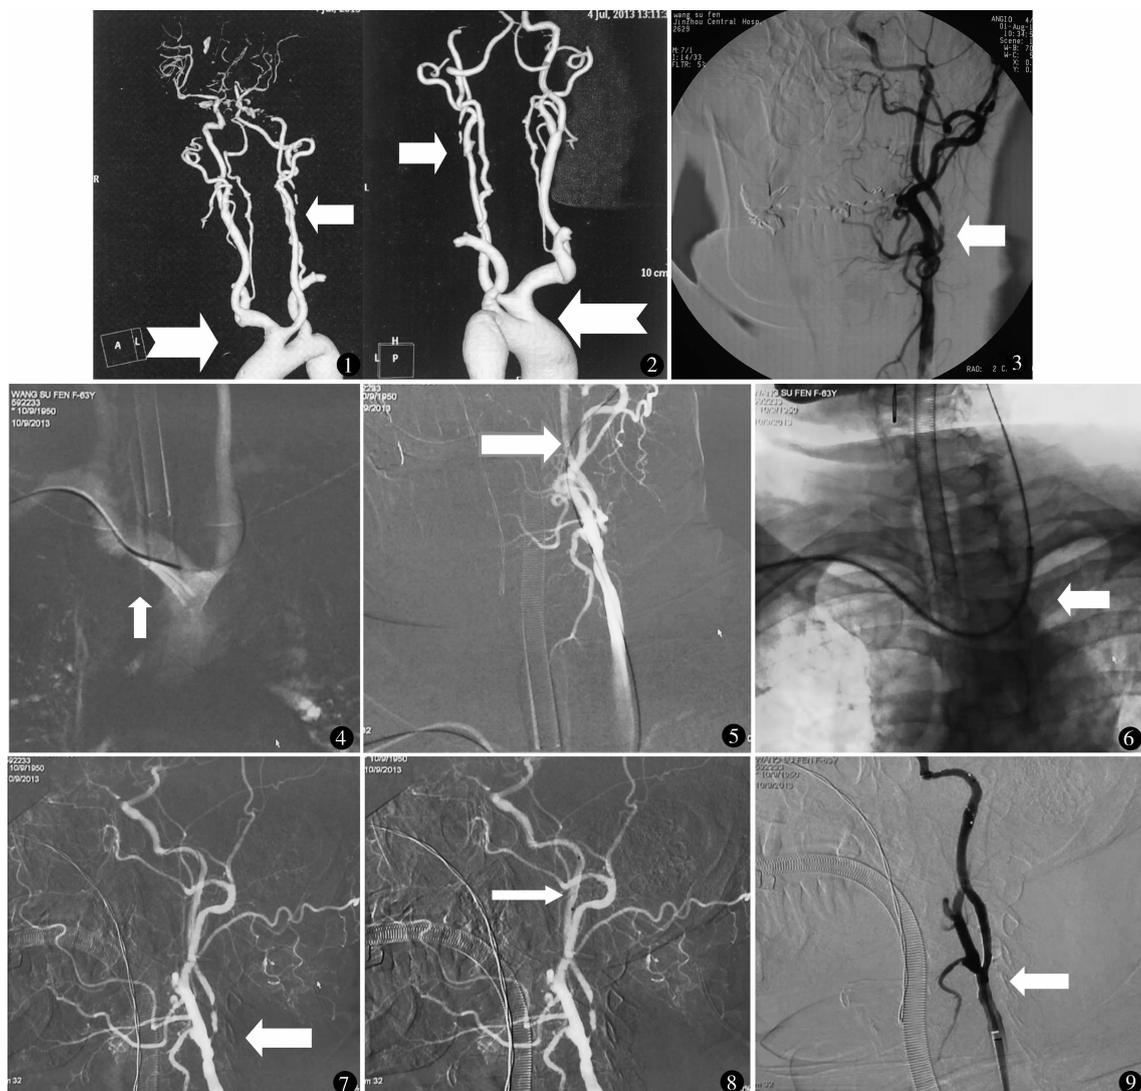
(前面观),图 2(后面观) 术前 CTA 示主动脉弓为牛角型弓,双侧颈总动脉均起自无名动脉,右锁骨下动脉迂曲伴起始部中度狭窄,左颈内动脉起始部 2 处串联狭窄 图 3 DSA 证实左颈内动脉重度狭窄 图 4 路径图下 Cobra 导管配合导丝进入左颈总动脉 图 5 加硬导丝进入颈外动脉 图 6 长鞘沿加硬导丝进入左颈总动脉 图 7 Pilot 150 导丝通过颈内动脉病变段 图 8 Spider 保护伞沿 Pilot 导丝进入左颈内动脉释放 图 9 最后造影左颈内动脉病变段基本恢复正常
